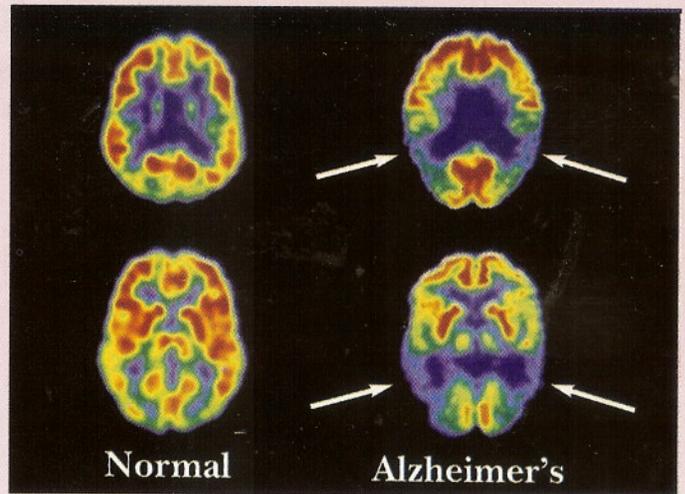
PET Cerebral Normal vs. PET Cerebral Alzheimer.jpg
